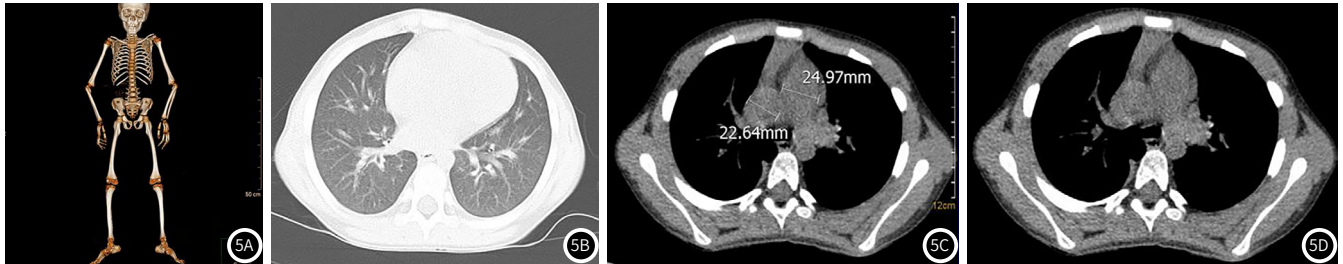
CT检查和容积显像图。图6 Sanger测序结果。
